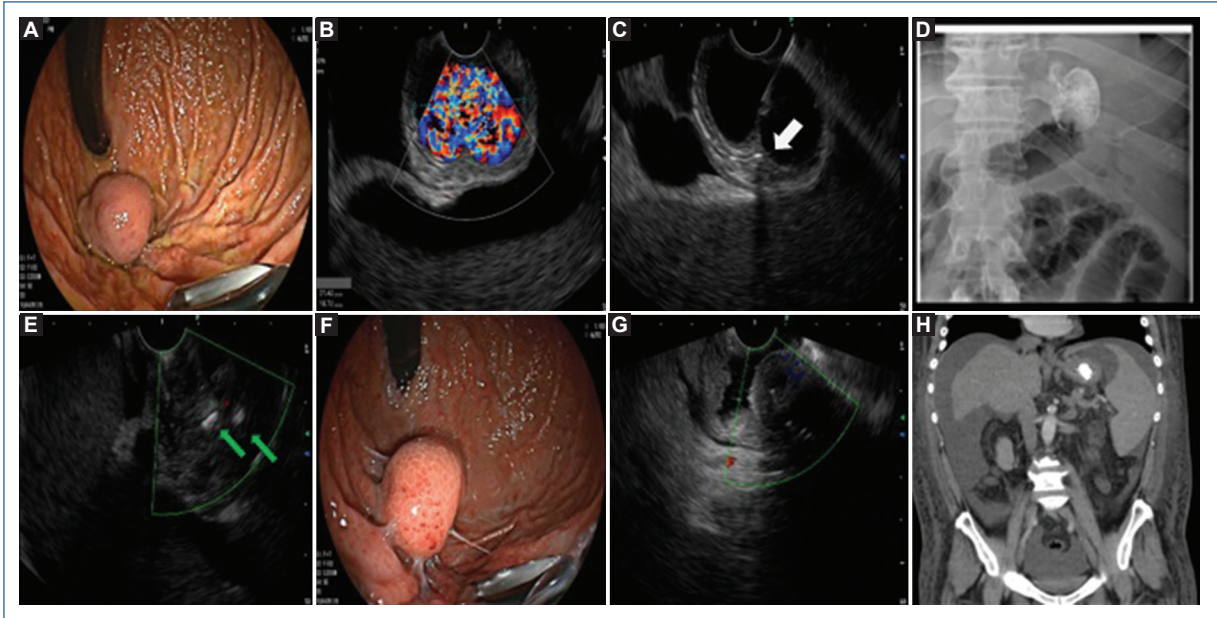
Várice gástrica fúndica. A: visión endoscópica. B: endosonográfica con color Doppler. C: punción con aguja FNA 19 G con inserción de *coil* intravariceal (flecha). D: visión fluoroscópica post-*coil*/cianoacrilato. E: visión endosonográfica de *coil* (flechas) y cianoacrilato con ausencia de flujo al color Doppler. F: revisión de várice gástrica 1 mes postratamiento: visión endoscópica. G: visión endosonográfica con ausencia Doppler, *coil* y cianoacrilato intravariceal. H: tomografía con evidencia de *coil* y cianoacrilato nivel de fondo gástrico.
